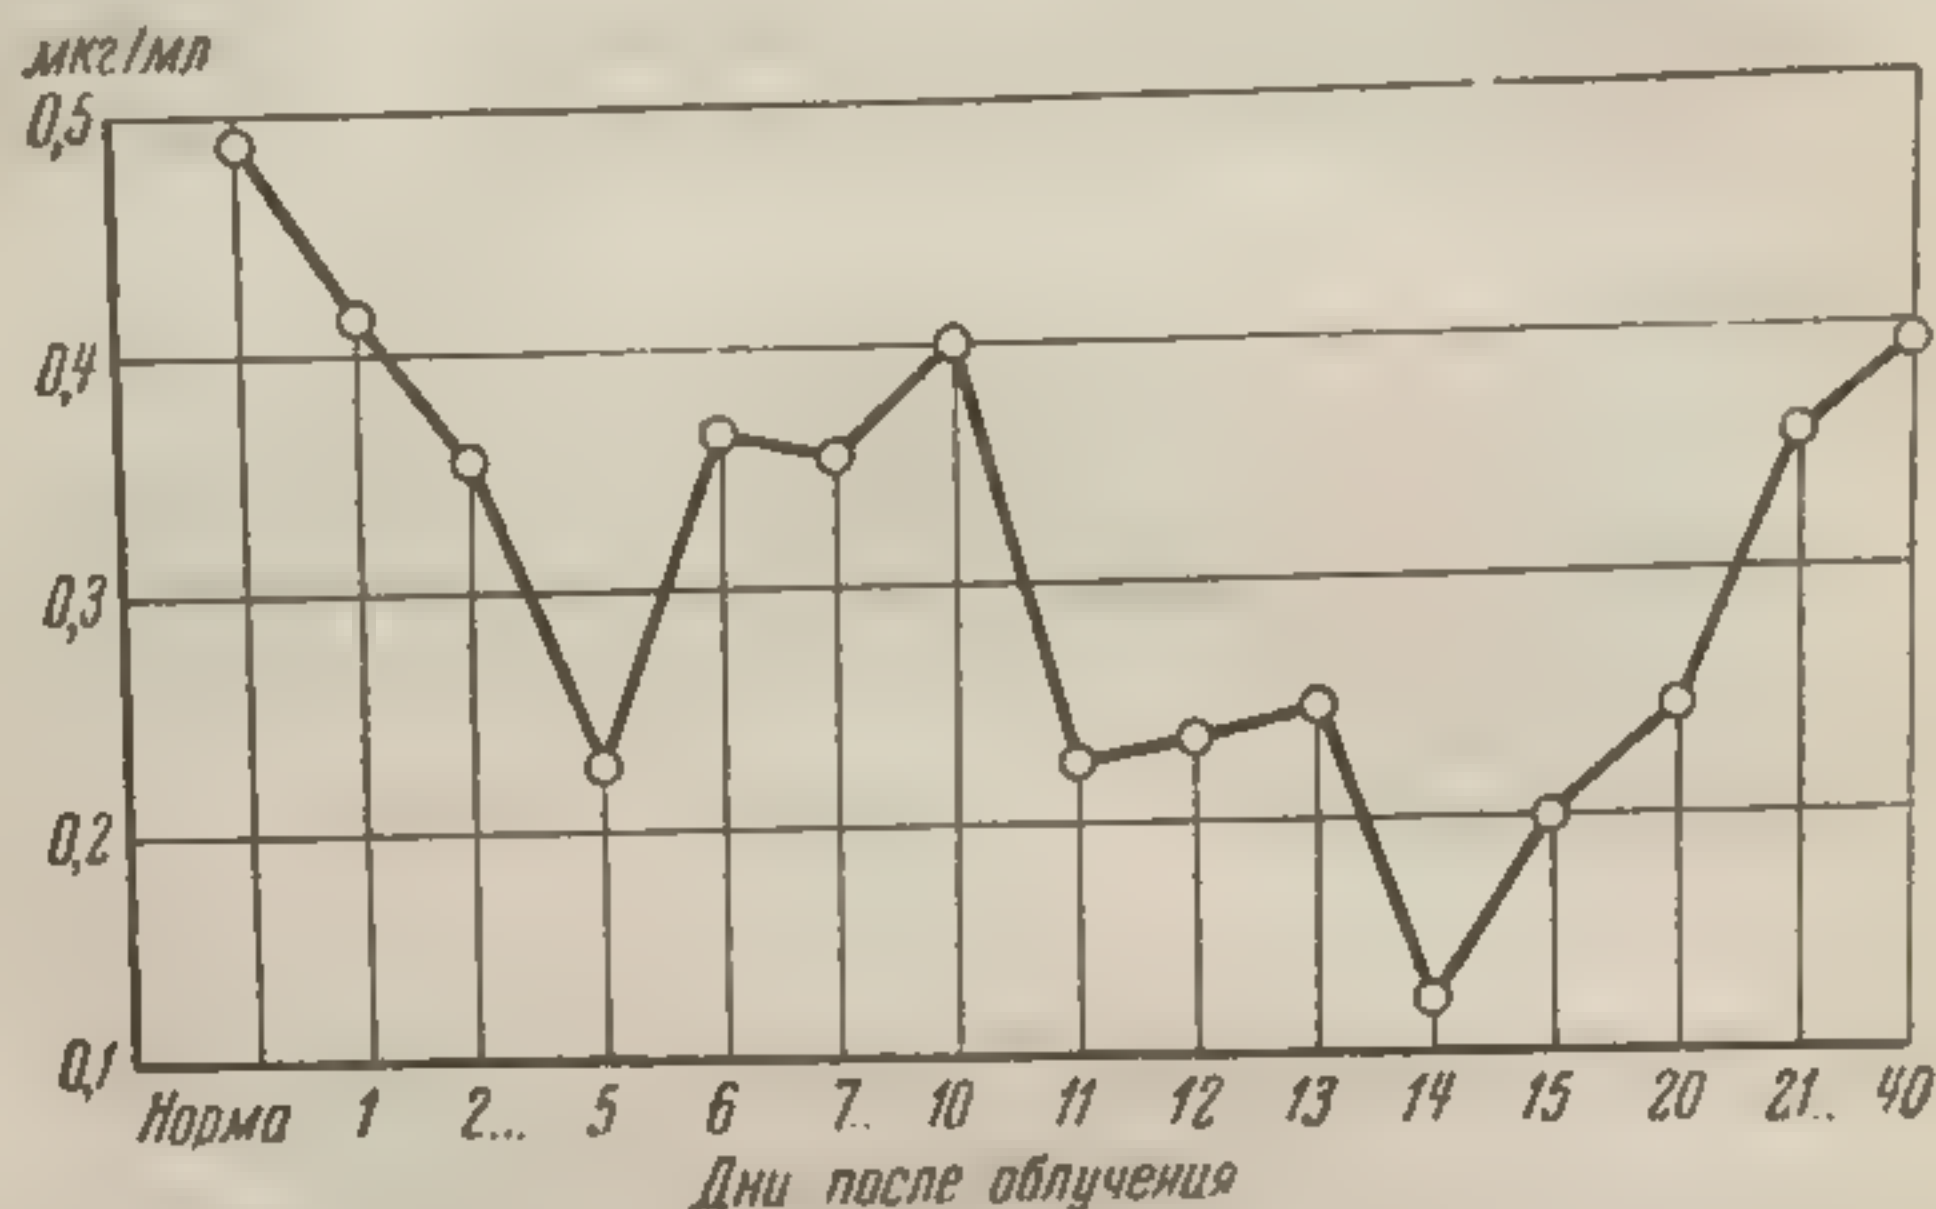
Изменения содержания симпатина (мкг/мл) ■ жидкости, перфузируемой через сосуды задних лапок лягушек на фоне стимуляции пограничной симпатической нервной цепочки ■ различные сроки после общего рентгеновского облучения
